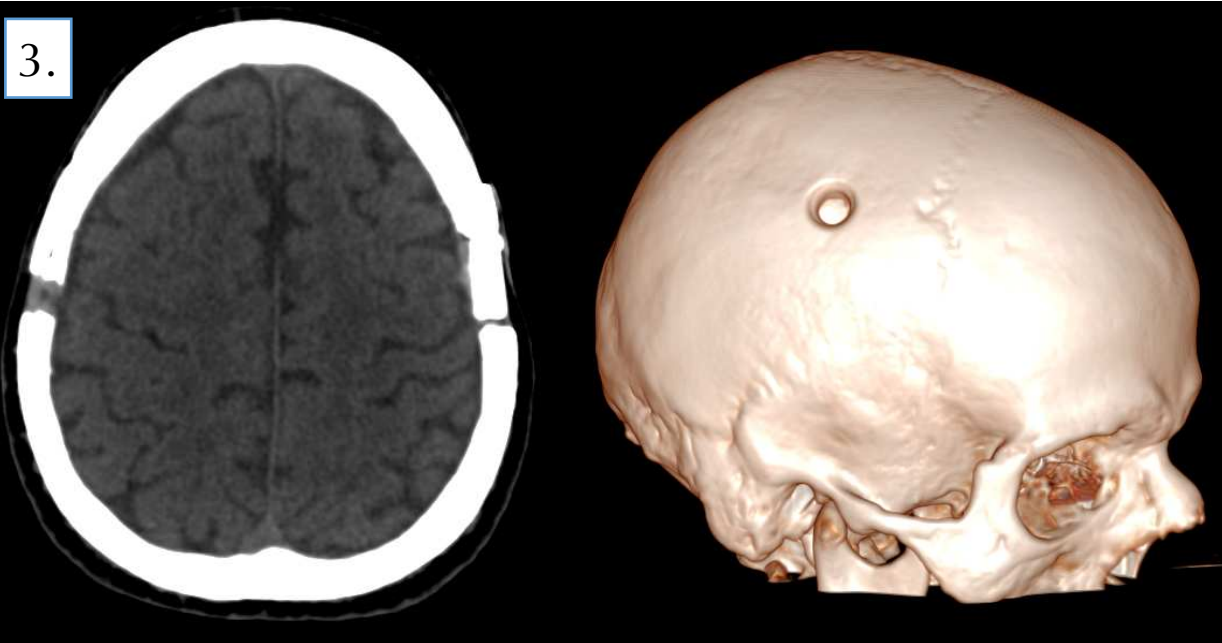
TC helicoidal con reconstrucción en plano axial donde se visualiza agujero de trépano parietal derecho y minicraneotomía parietal izquierda. A la derecha imagen de reconstrucción en 3D en la que se visualiza trépano.
